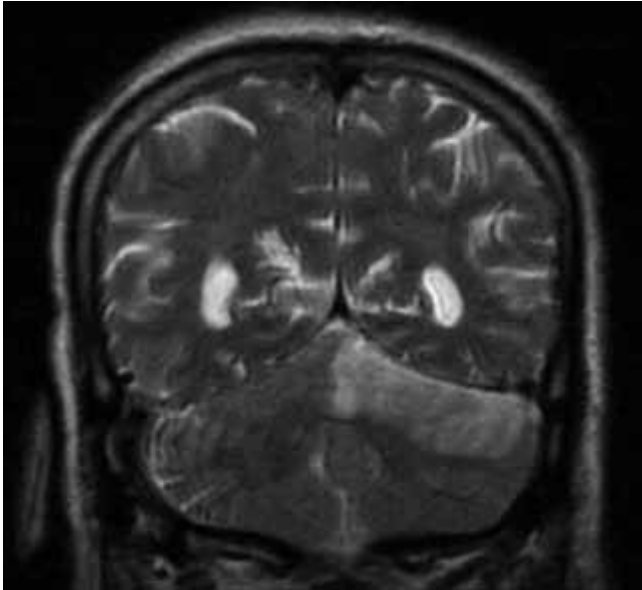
RMN (Corte coronal): infarto isquémico en fase subaguda en el territorio de la arteria cerebelosa superior izquierda (Flecha).
